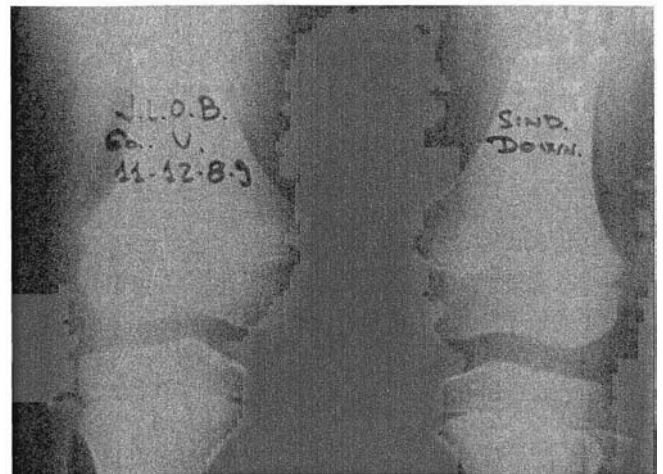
Radiografía de ambas rodillas de un niño de seis años. Se observan ambas patellas hipoplásicas y luxadas.
